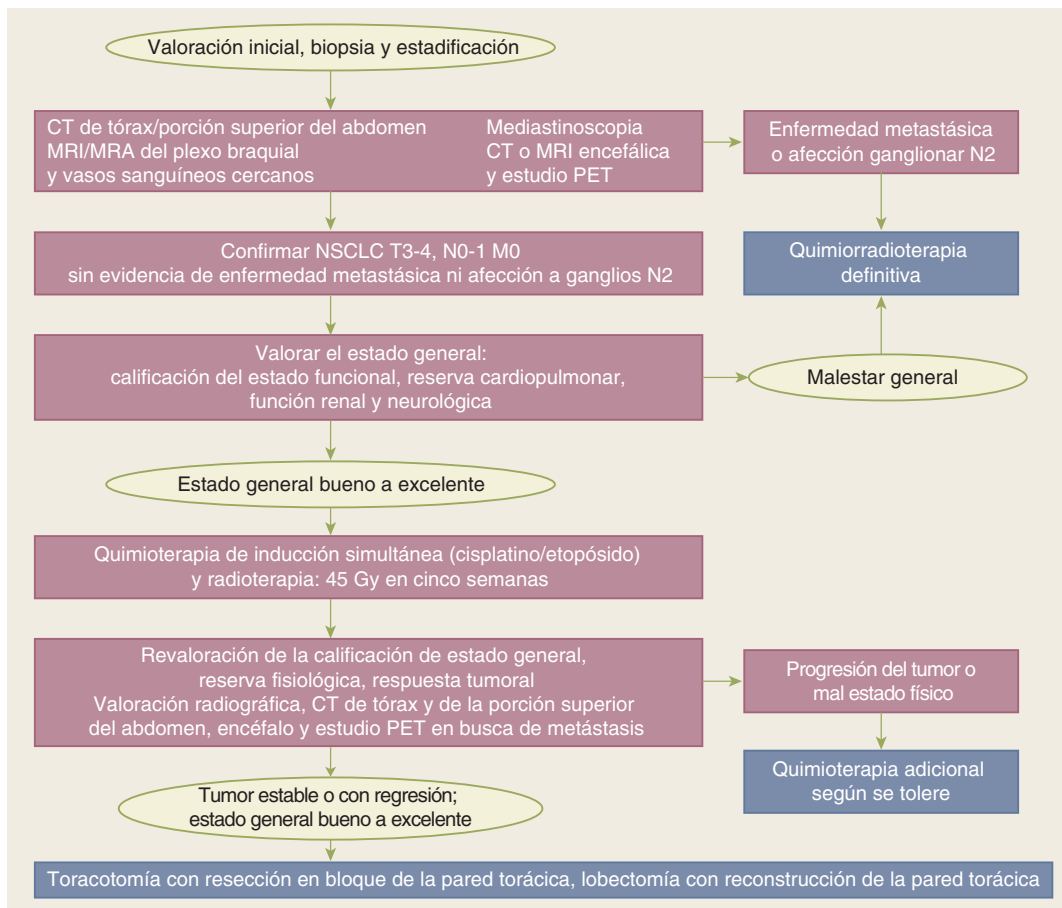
Algoritmo terapéutico para tumores de Pancoast. CT, tomografía computarizada; MRA, angiografía por resonancia magnética; MRI, resonancia magnética nuclear; NSCLC, cáncer pulmonar no microcítico; PET, tomografía por emisión de positrones.
